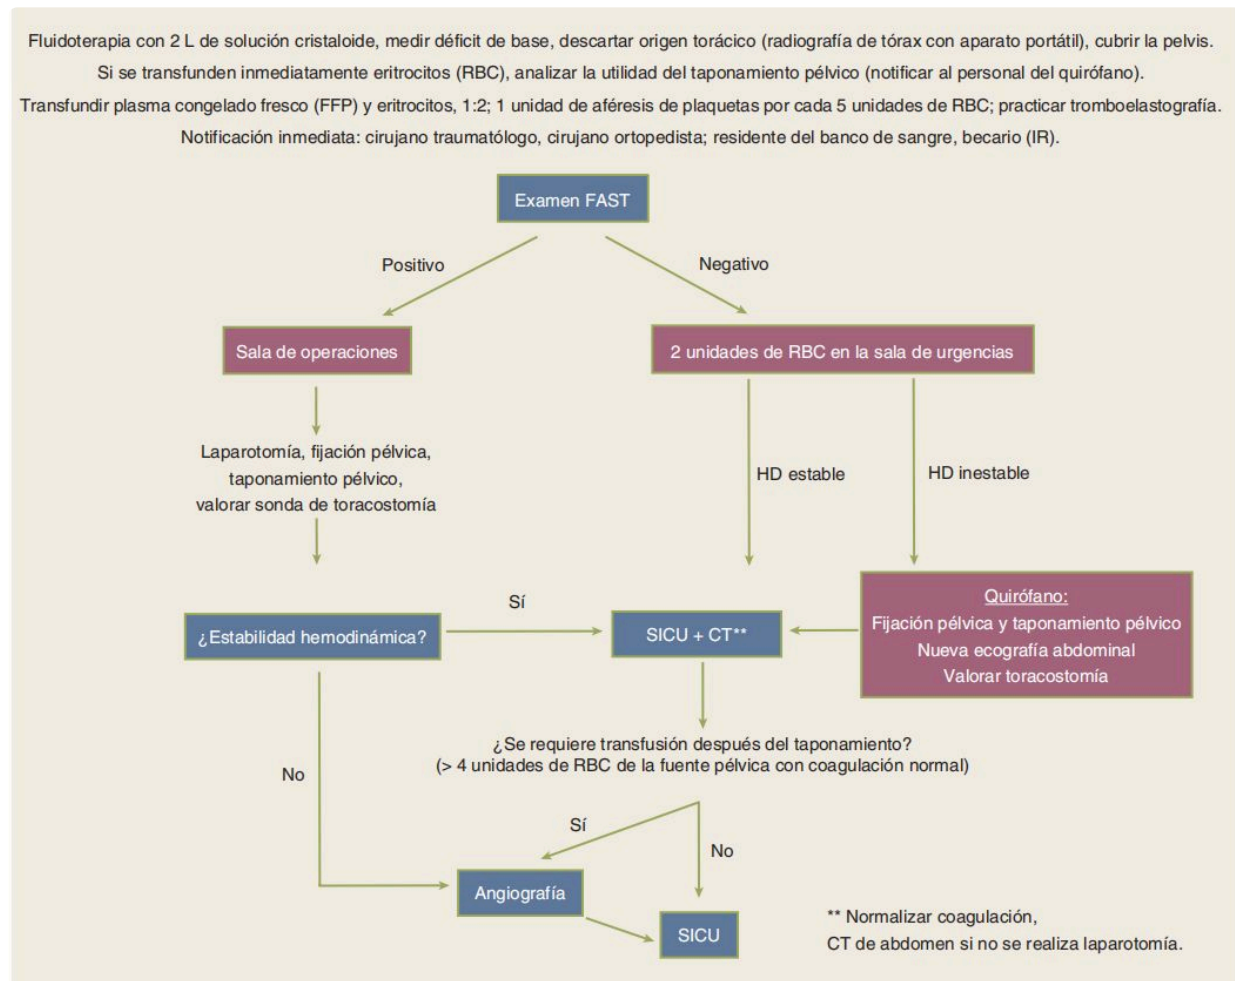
Algoritmo de tratamiento para pacientes con fracturas pélvicas con inestabilidad hemodinámica. CT, tomografía computarizada; ED, sala de urgencias; FAST, ecografía abdominal dirigida para traumatismos; HD, estado hemodinámico; PRBC, concentrado de eritrocitos; SICU, unidad de cuidados intensivos quirúrgicos.
